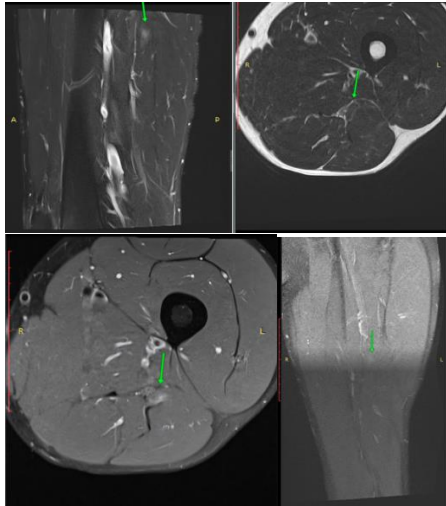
On MRI examination, were found mild thickening and hyperintense lesions on t2 fat-sat.
